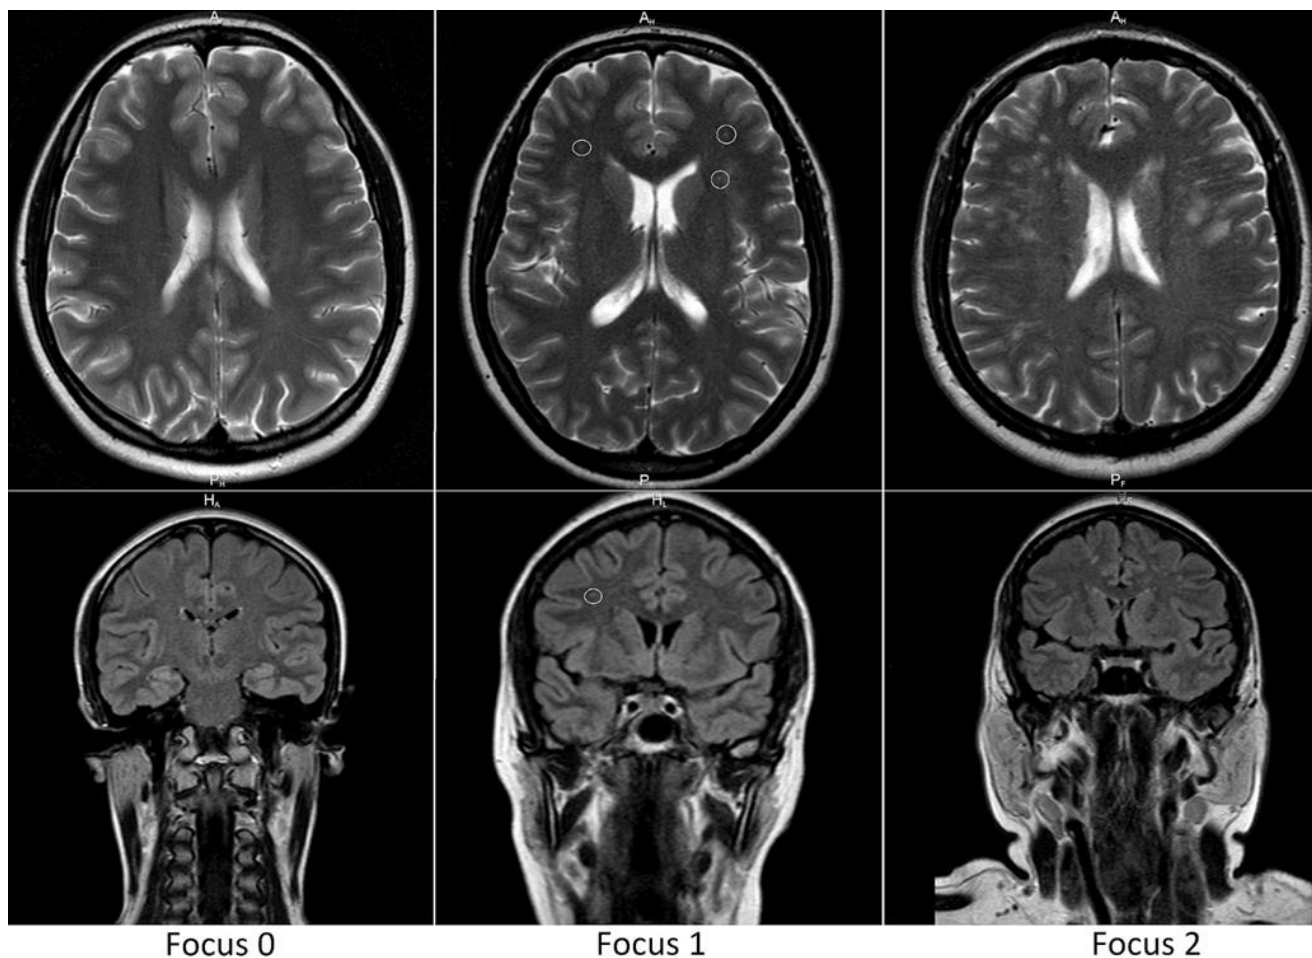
Дисциркуляторная очаговая патология головного мозга на T2-ВИ и FLAIR изображениях. Focus 0 – отсутствуют дисциркуляторные очаговые изменения; Focus 1 – единичные мелкие дисциркуляторные очаги (обозначены белыми кольцами); Focus 2 – множественные дисциркуляторные очаги
